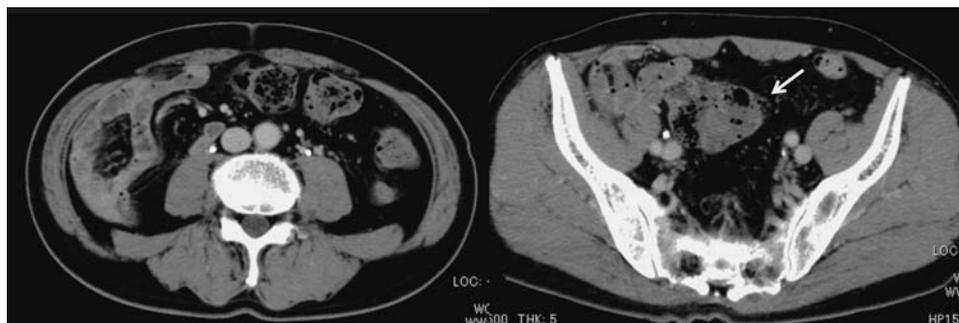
Abdominal CT scan showed the presence of the colon in the left side, and small bowel in the right side of the abdomen and the cecum (arrow) in the center of the lower abdomen.
